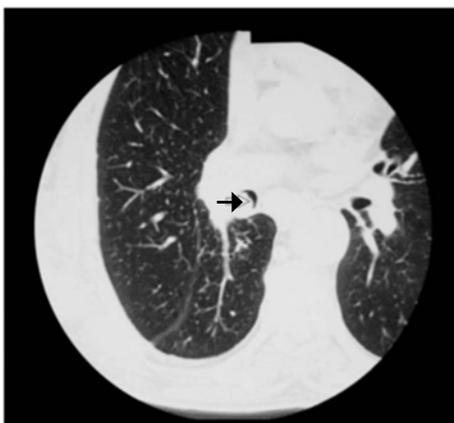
TC torácico mostra uma massa endobrônquica (seta) causando obstrução do brônquio lobar inferior.
